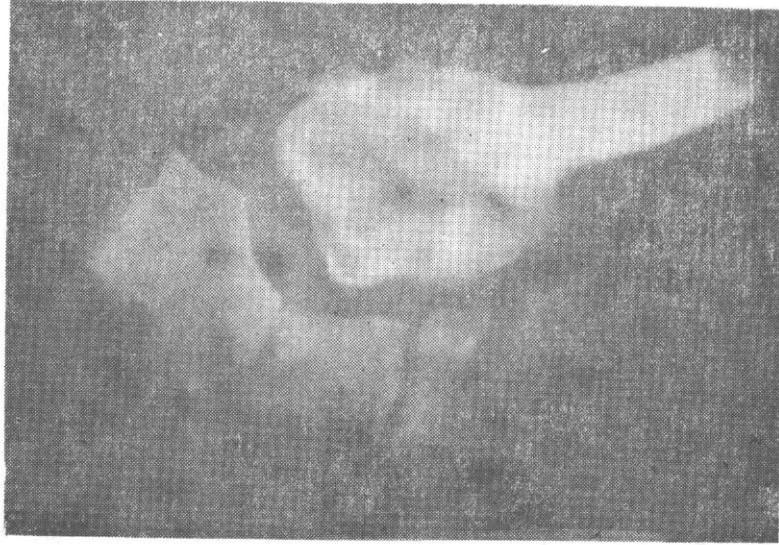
Lezyon CT'deki görünümü.
